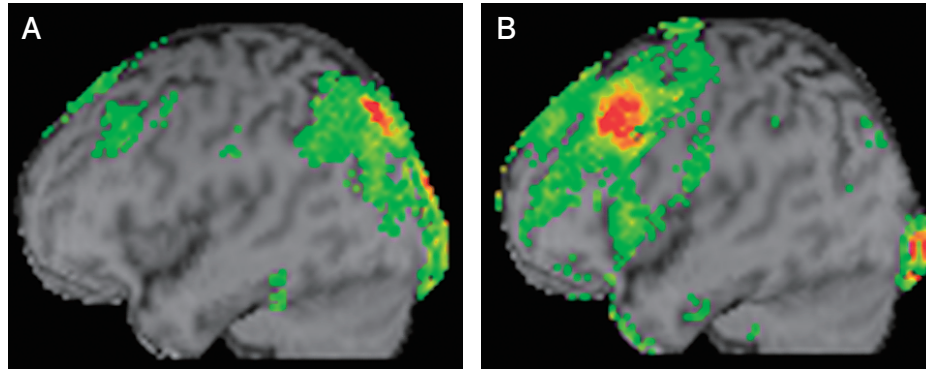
パーキンソン病（A）と進行性核上性麻痺（B）における脳血流 SPECT 所見（eZIS 解析）の違い
